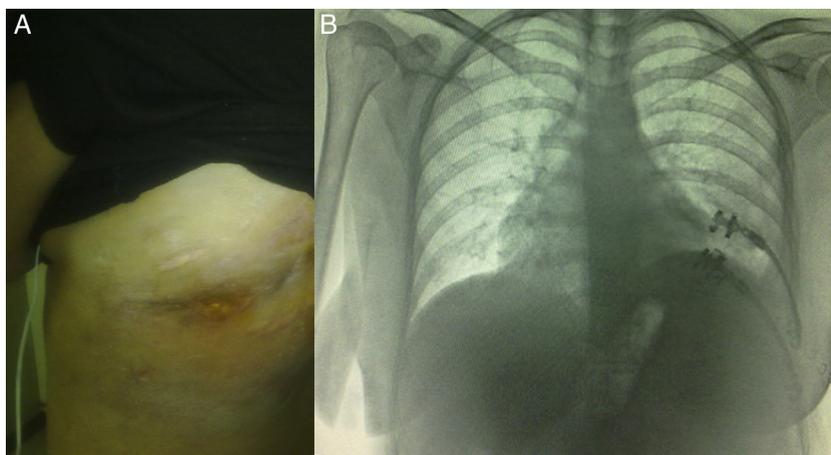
A) Paciente a los 6 meses tras la reconstrucción de la pared torácica. B) Radiografía de control.
